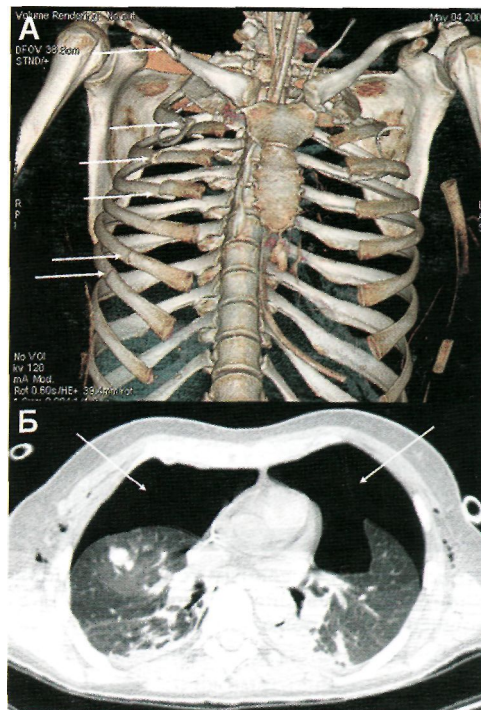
МСКТ легких у пациентки с политравмой: А - определяются множественные переломы правой ключицы, ребер (стрелки), визуализируются назогастральный зонд, подключичный венозный катетер, плевральные дренажи. Б - вследствие множественных переломов ребер у пациентки развился двухсторонний пневмоторакс (стрелки) в сочетании с респираторным дистресс-синдромом.
